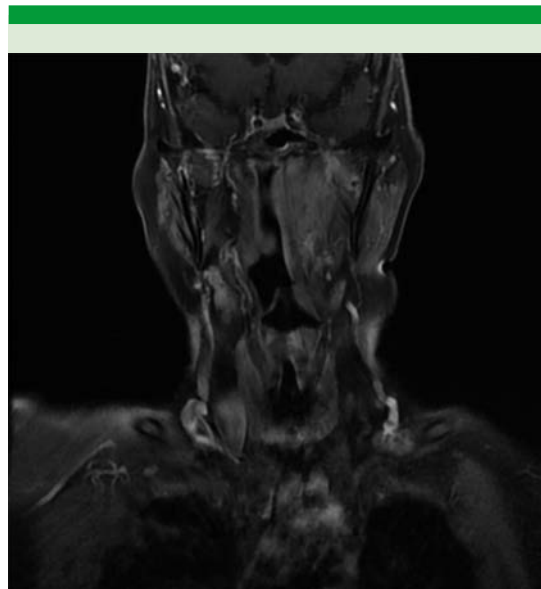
Resonancia magnética en T1 con contraste endovenoso, en corte coronal muestra el realce de los tejidos blandos en el espacio parafaríngeo izquierdo.
